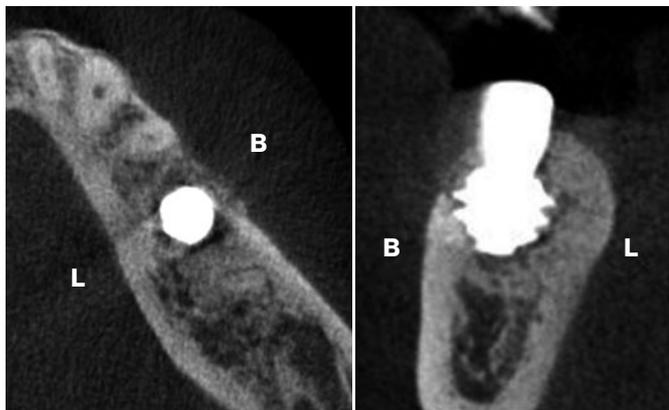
術後4週におけるCTでの評価。歯列の軌道に沿ったインプラントのポジション(水平断像)とディープスレッドによる頬舌側皮質骨への強固な嵌合が認められた(クロスセクショナル像)。
